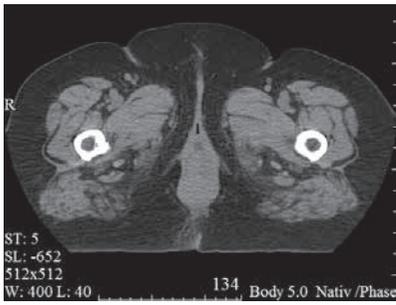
Компьютерная томограмма: до начала лечения
